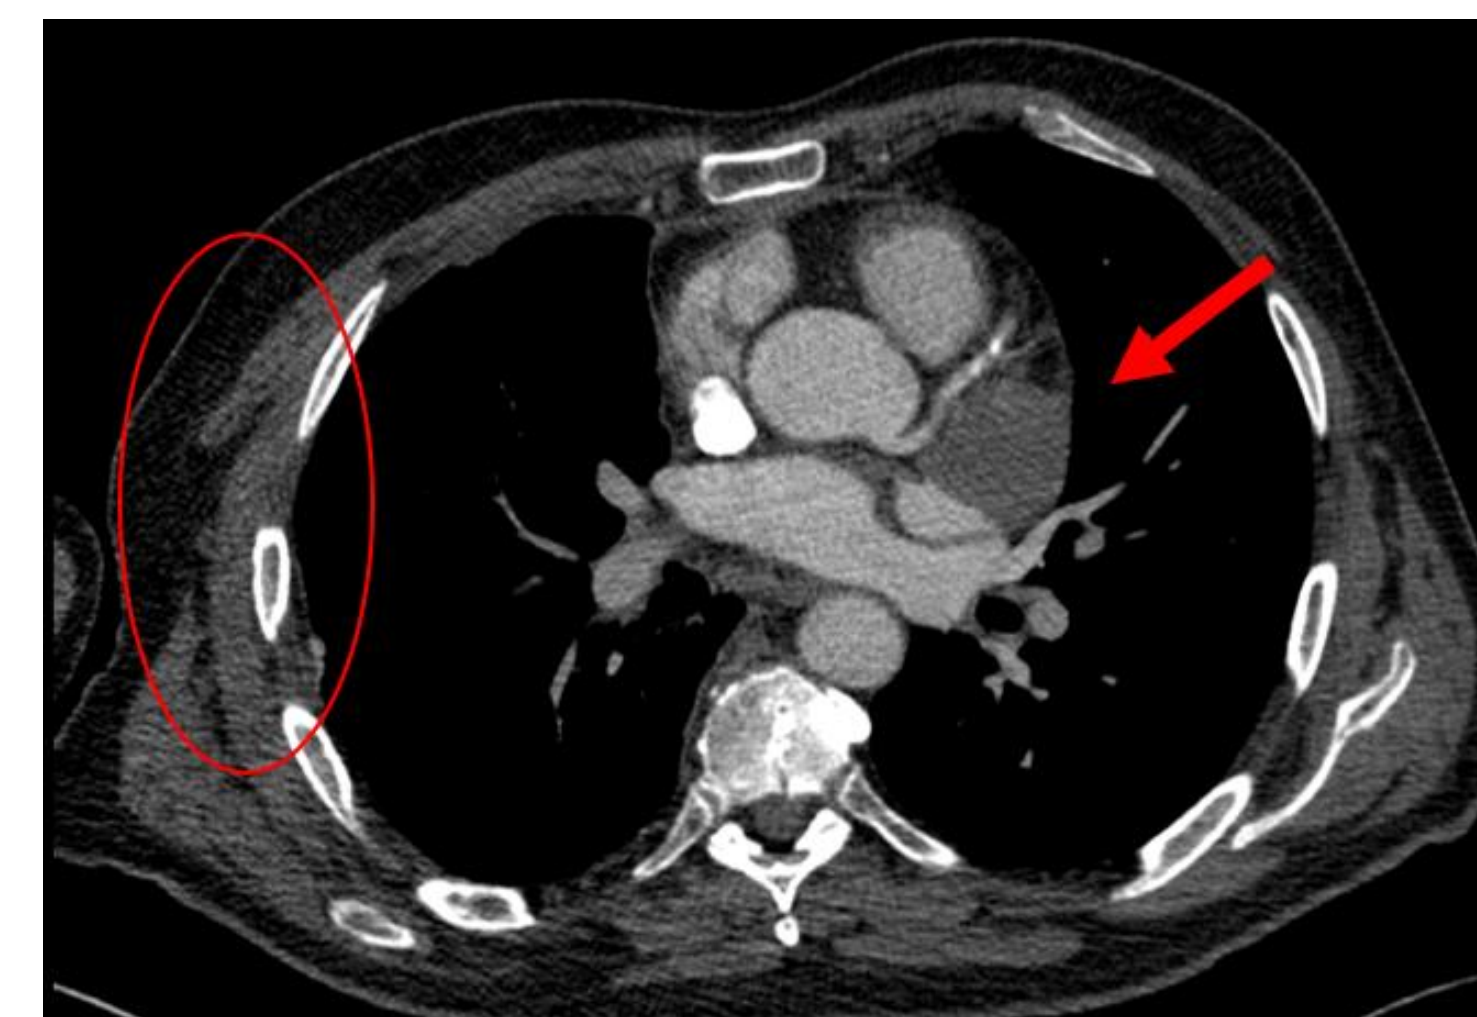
TC de tórax, após início de quimioterapia, mostra notável diminuição das massas da parede torácica e do parênquima pulmonar, mas continuidade do tamanho da massa do miocárdio.
